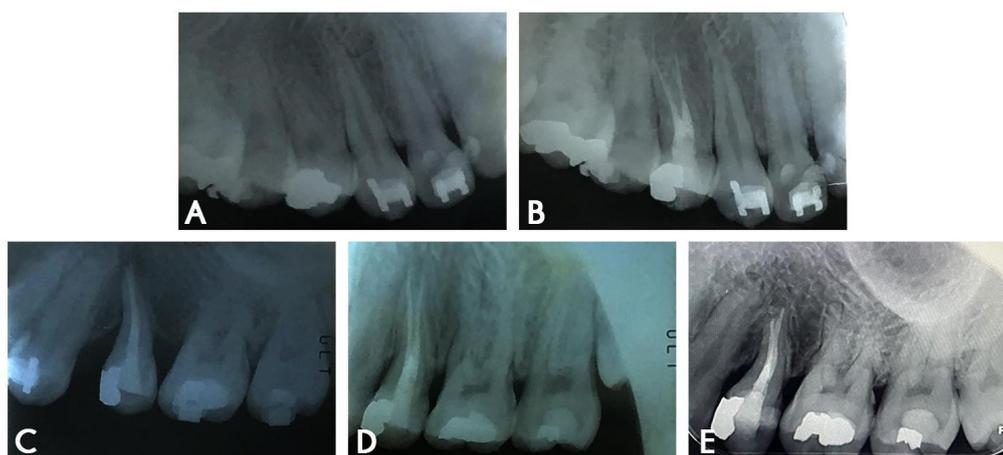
Intraoral radiographs of the maxillary right first premolar (donor tooth): A, before treatment; B, after one visit intentional root canal treatment; C, six weeks after autotransplantation of the maxillary right first premolar to maxillary left premolar site; D, 2 years 11 months after transplantation; parallelism of dental roots, no pathologic radiolucency or root resorption; E, 9 years and 2 months after transplantation, the restoration and root filling are still compact, and there is a cervical one-third vertical bone defect on the mesial side of the transplanted tooth
